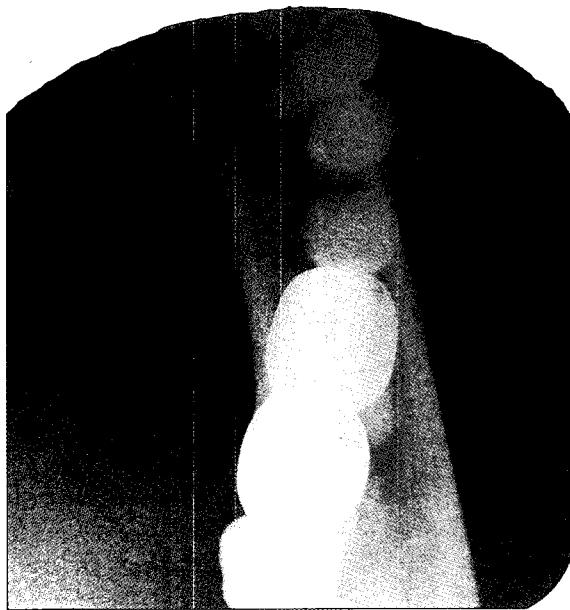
Occlusal radiograph showed destruction of the buccal cortex diffusely on the 1st molar area.
